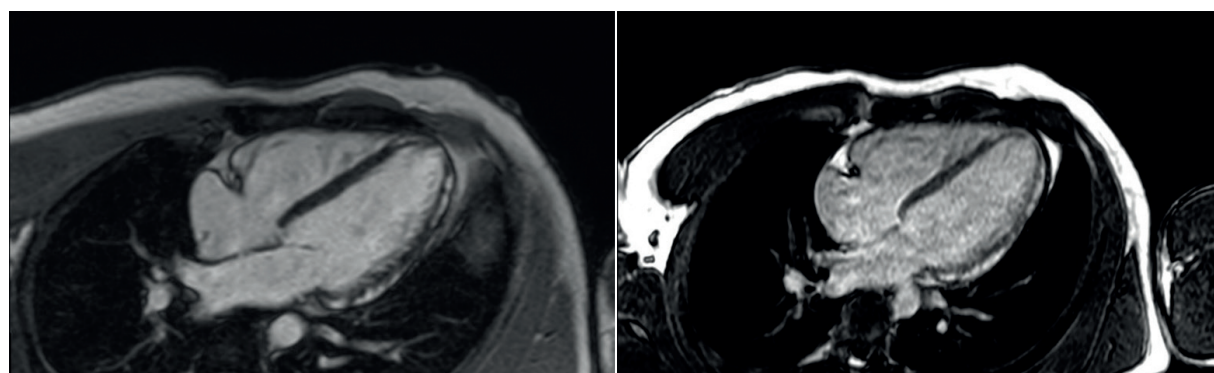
Ressonância magnética cardíaca evidenciando realce tardio (imagem 1: primeiro exame; imagem 2: exame realizado 48 horas após).
